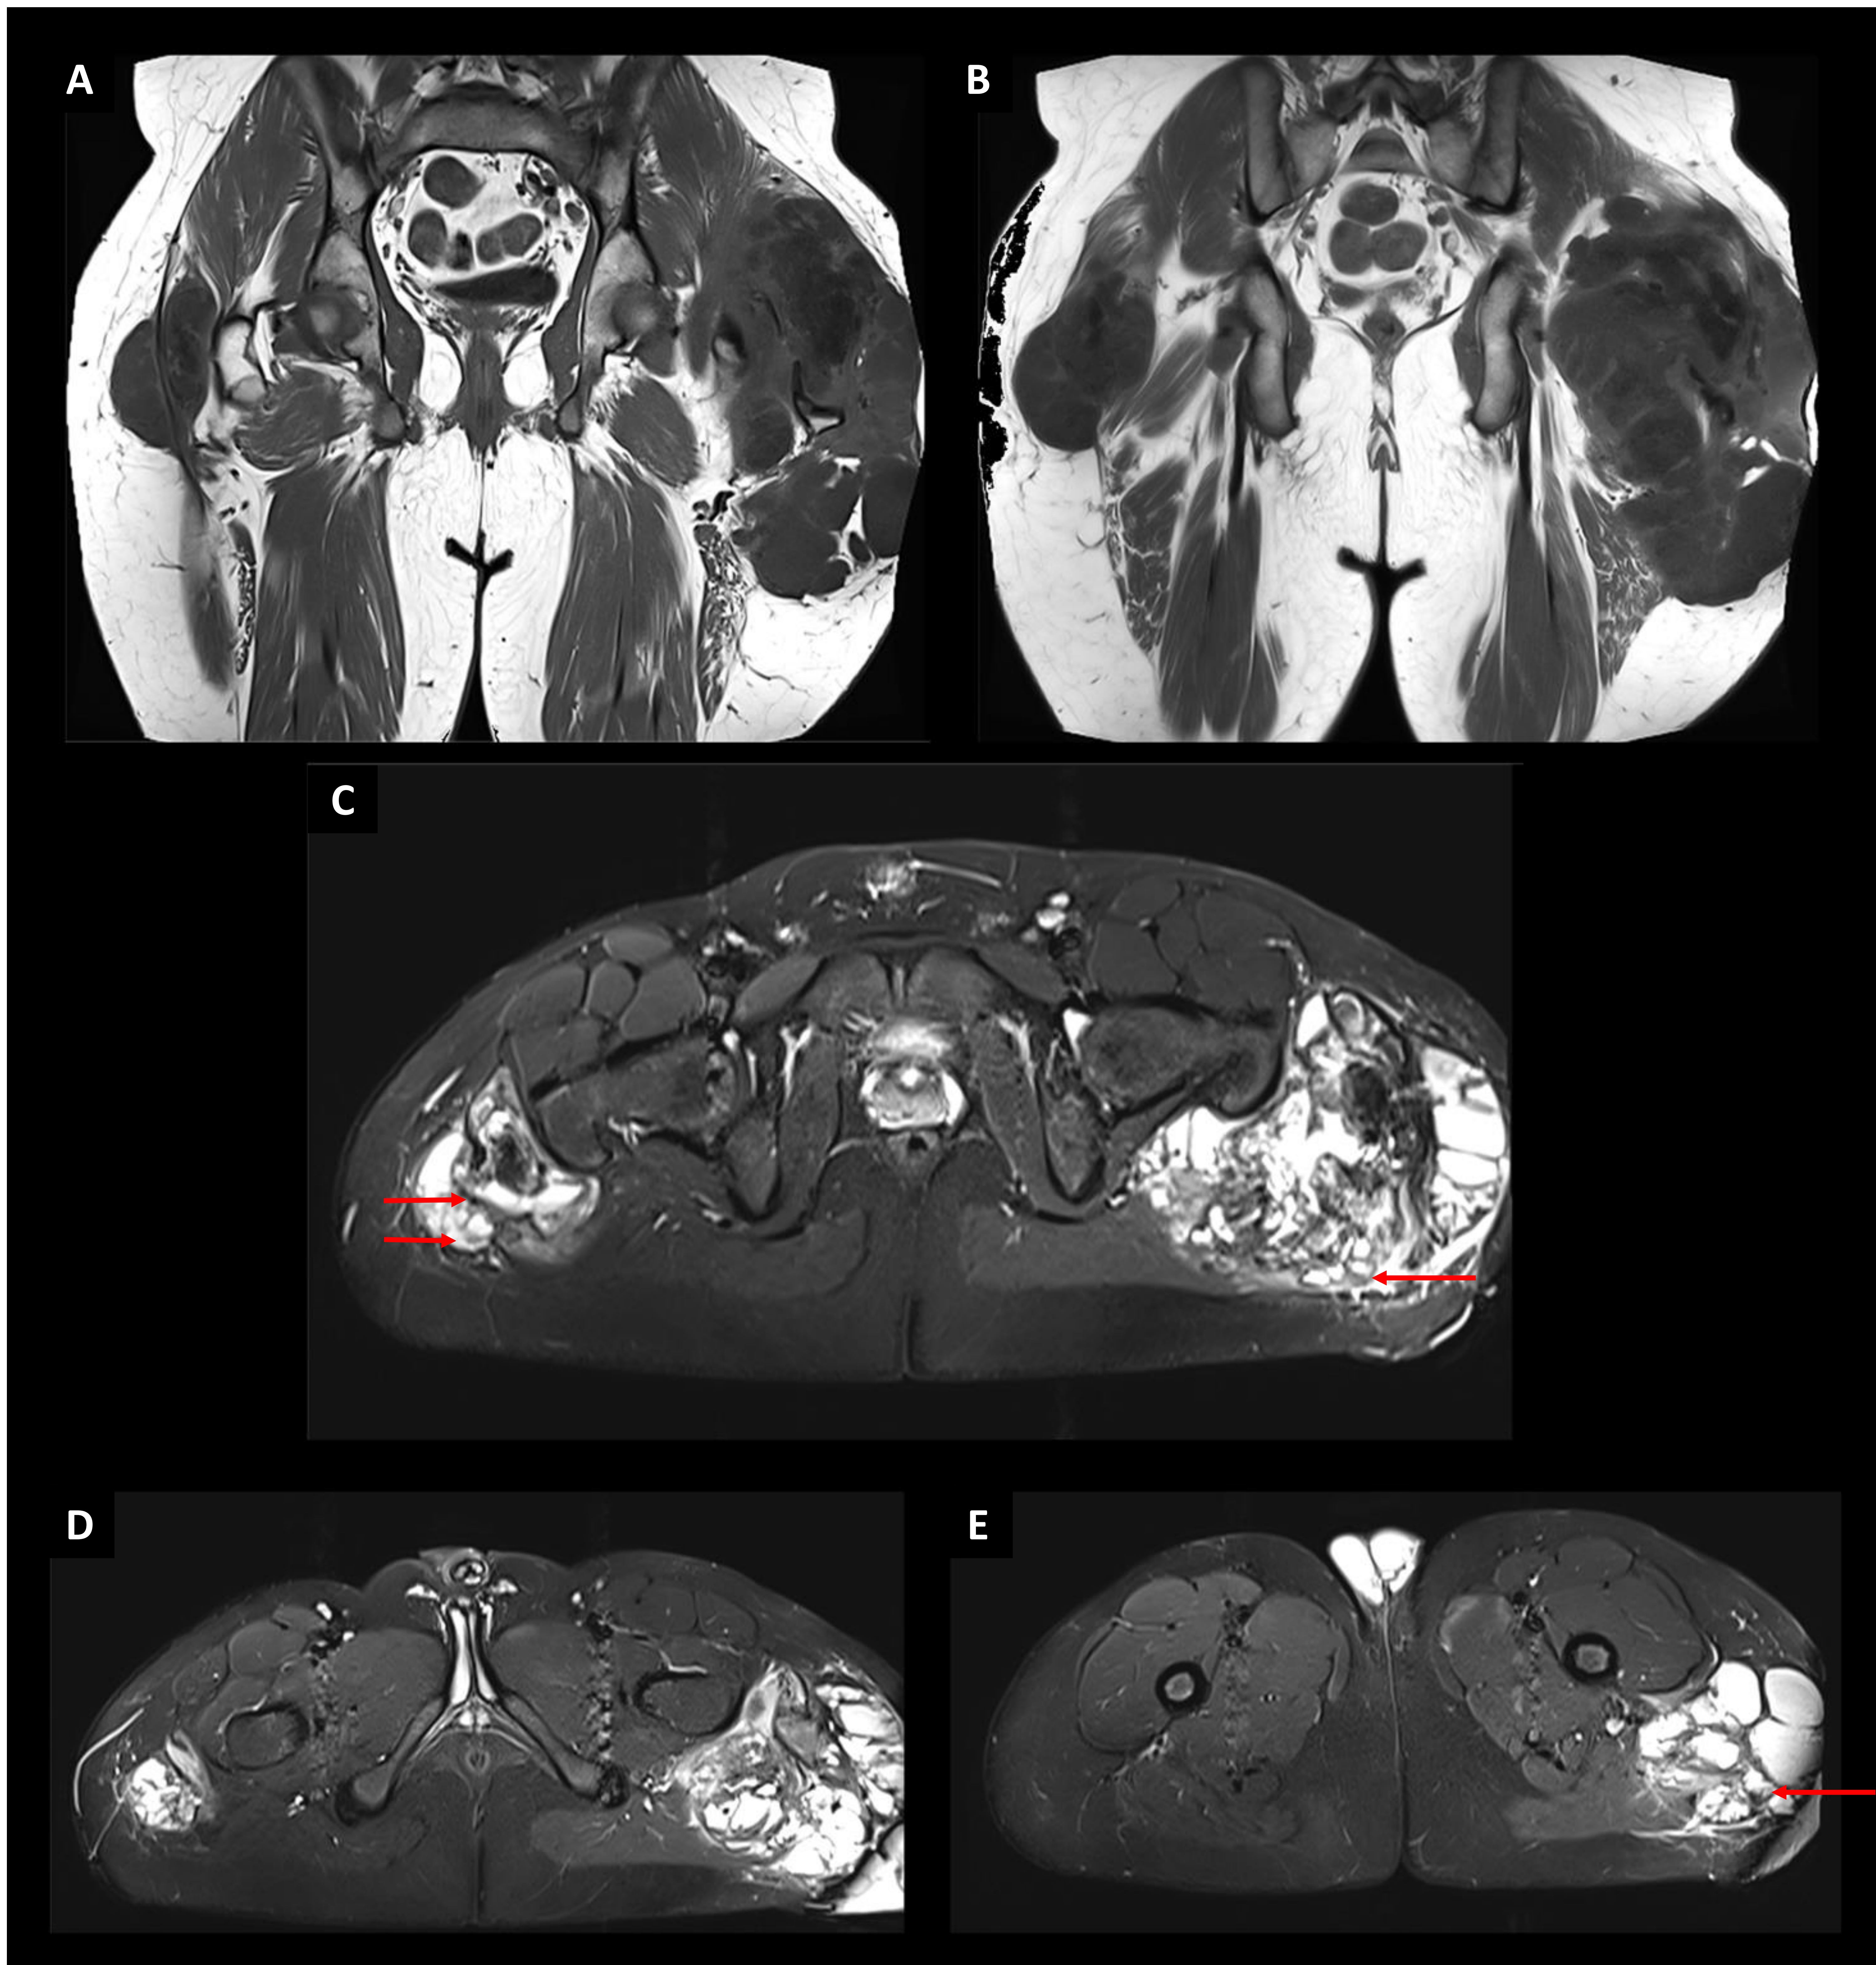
MRI (T1 coronal y T2FS axial). Voluminosas masas calcificadas de partes blandas, que afectan la bursa pertrocantérea superficial y se extienden tanto en un plano superficial como profundo a la cintilla ilioltibial. Morfología polilobulada y multiseptada, con componente amorfo clásico y componente quístico que presenta “*signo de la sedimentación*” (flecha roja), presenta leve realce periférico tras la administración de Gd, sin asociar edema significativo del tejido blando circundante. Se evidencia el significativo aumento de tamaño respecto a los estudios iniciales.
